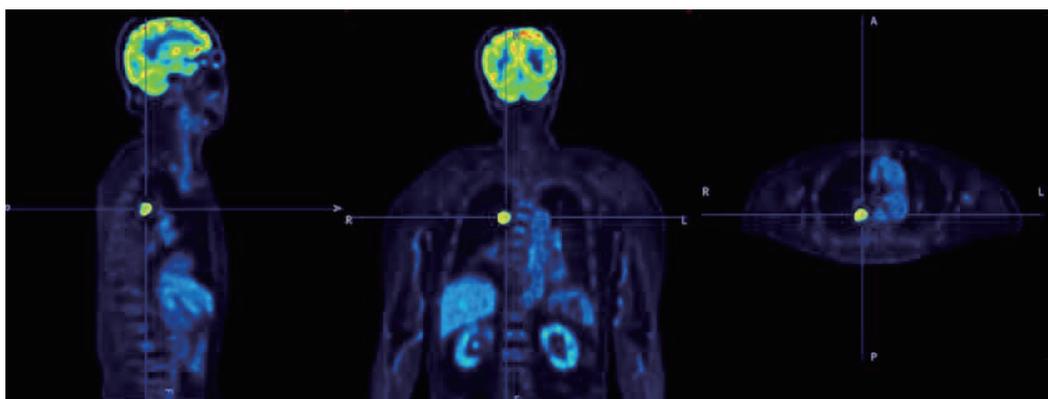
肺癌病人氟-18-脱氧葡萄糖(^{18}F FDG)的PET断层成像结果。可以清晰地看到葡萄糖高代谢的肿瘤病灶
